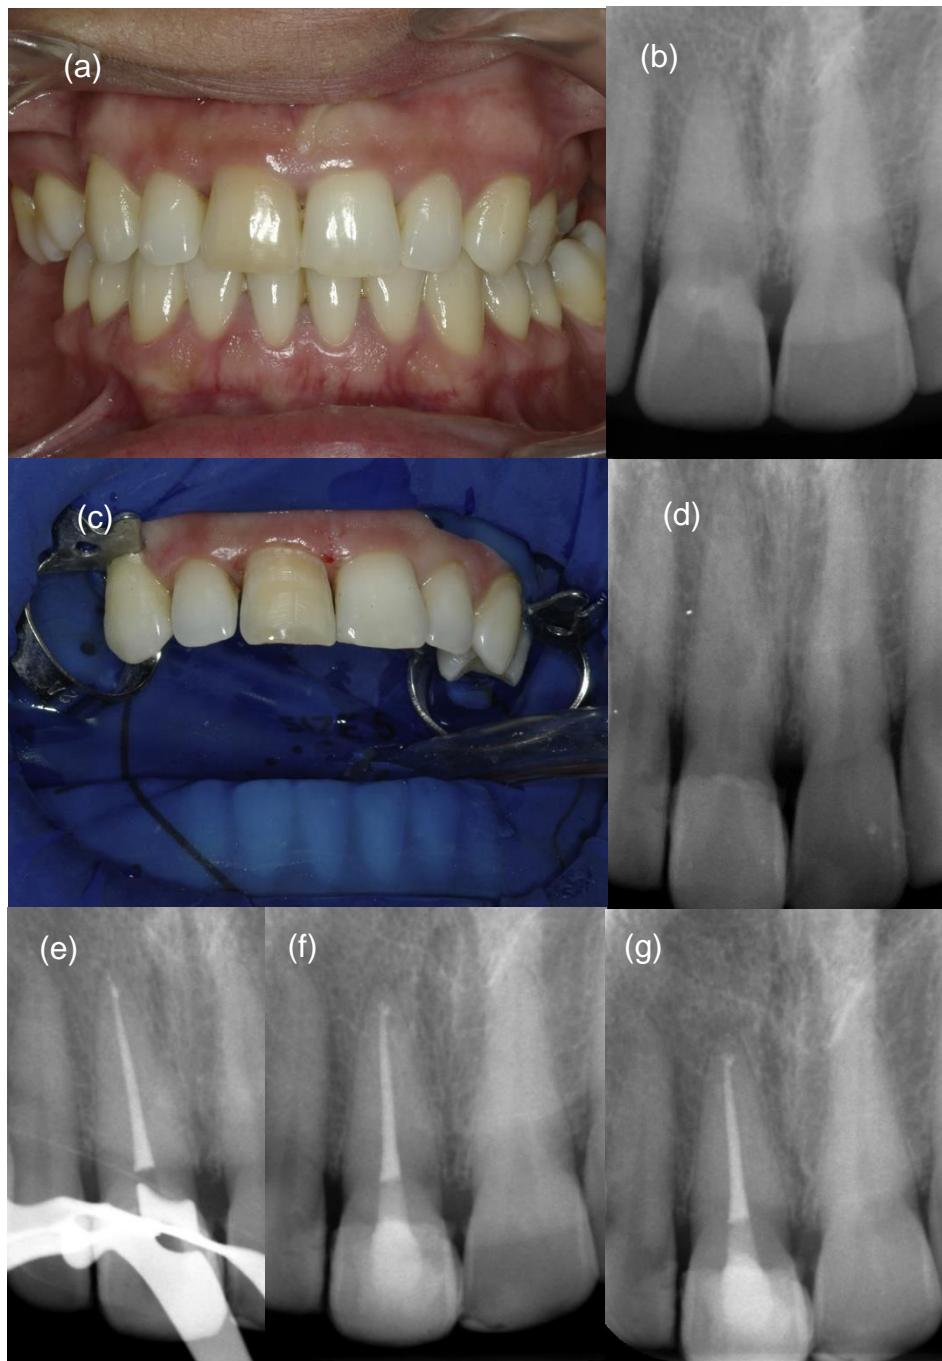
Caso 5 - Fotografias intraorais e radiografias periapicais. a) Fotografia intraoral inicial – descoloração do dente 11 b) Radiografia inicial, evidenciando calcificação do dente 11 c) Fotografia intraoral, desgaste dentário para a aplicação da faceta d) Radiografia de controlo aos 9 meses, lesão radiolúcida arredondada no terço cervical da raiz do dente 11 e) Radiografia final pós-tratamento endodôntico radical f) Radiografia de controlo aos 16 meses g) Radiografia de controlo aos 24 meses
